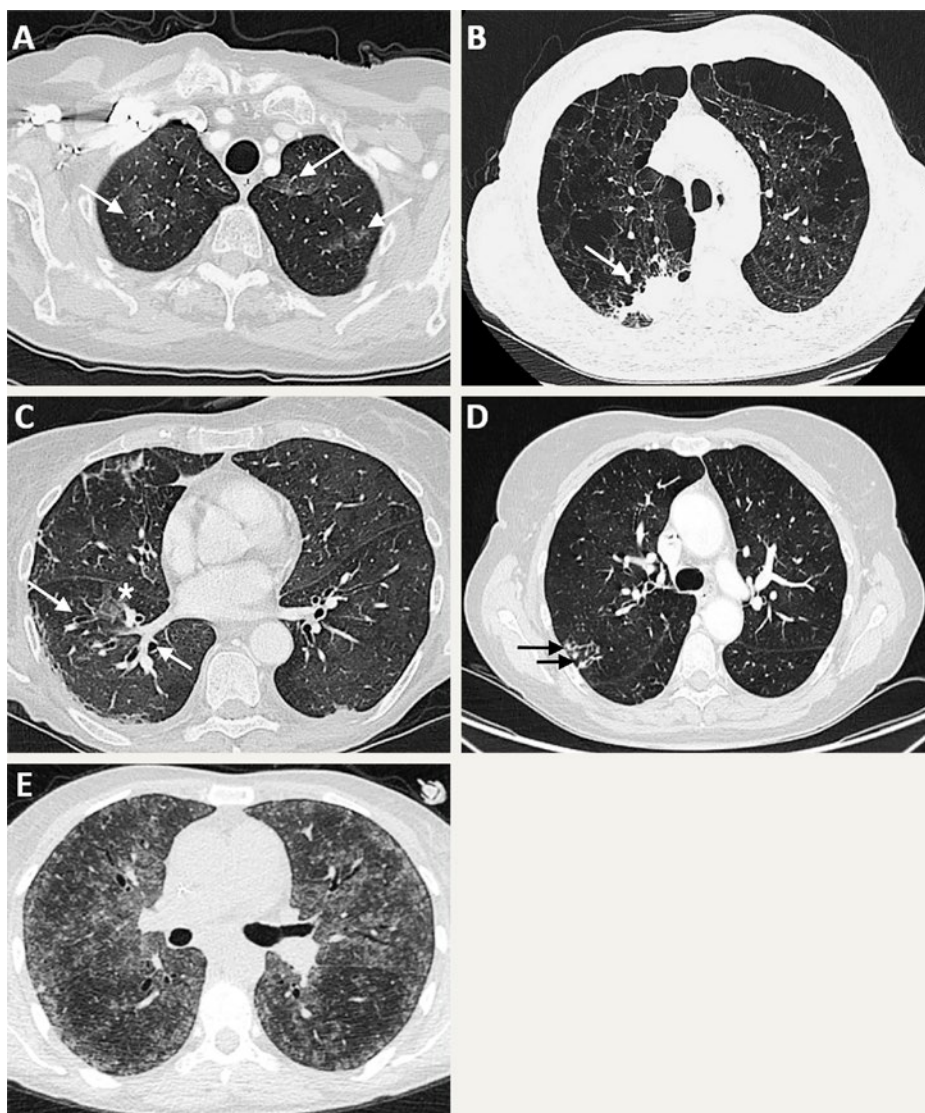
Quelques exemples de signes scanographiques (CT) de pneumopathie interstitielle diffuse médicamenteuse (PID-M). A) Pneumopathie interstitielle aiguë: infiltrats en verre dépoli bilatéraux des lobes supérieurs (flèches). B) Pneumopathie organisée (PO): condensation parenchymateuse dans le segment postérieur du lobe supérieur droite (flèche) et signes d'emphysème centrolobulaire et paraseptal. C) Pneumopathie interstitielle non spécifique (PINS): légères bronchectasies de traction (flèche) et petites zones de verre dépoli (astérisque) dans le lobe inférieur. D) Pneumopathie d'hypersensibilité (PHS): micronodules centrolobulaires dans le segment postérieur du lobe supérieur droit (flèches). E) Dommages alvéolaires diffus (DAD) causés par des inhibiteurs de points de contrôle immunitaire.
